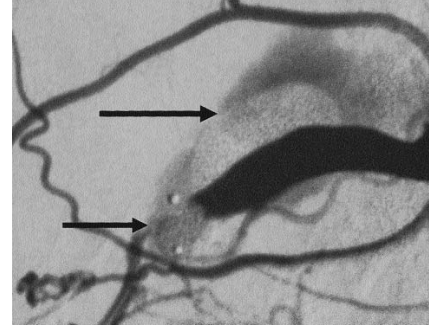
Serebral anjiyografide okla karotikokavernöz fistüle ait erken venöz dönüş ve kavernöz sinüs doluluğu izlenmektedir (solda)
